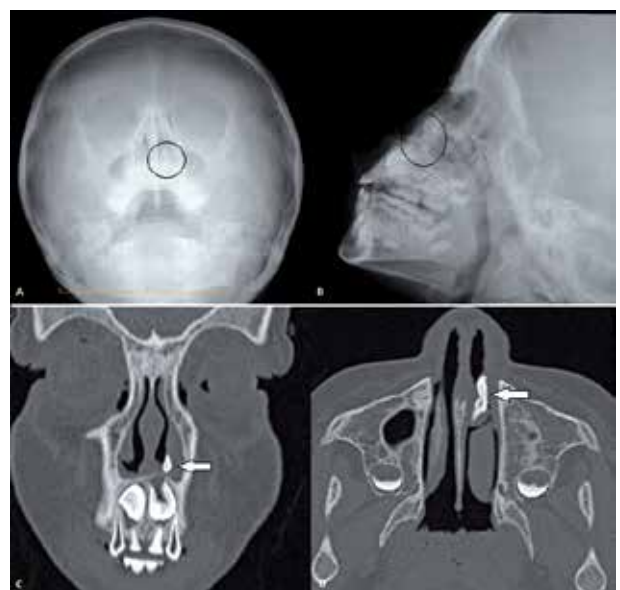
A y B. Radiografía simple de cráneo de frente (A) y perfil (B). Se observa imagen radiopaca en la cavidad nasal (círculo). C y D. Tomografía computada de macizo cráneo-facial, corte coronal (C) y axial (D). Se evidencia diente ectópico en fosa nasal izquierda (flechas)
